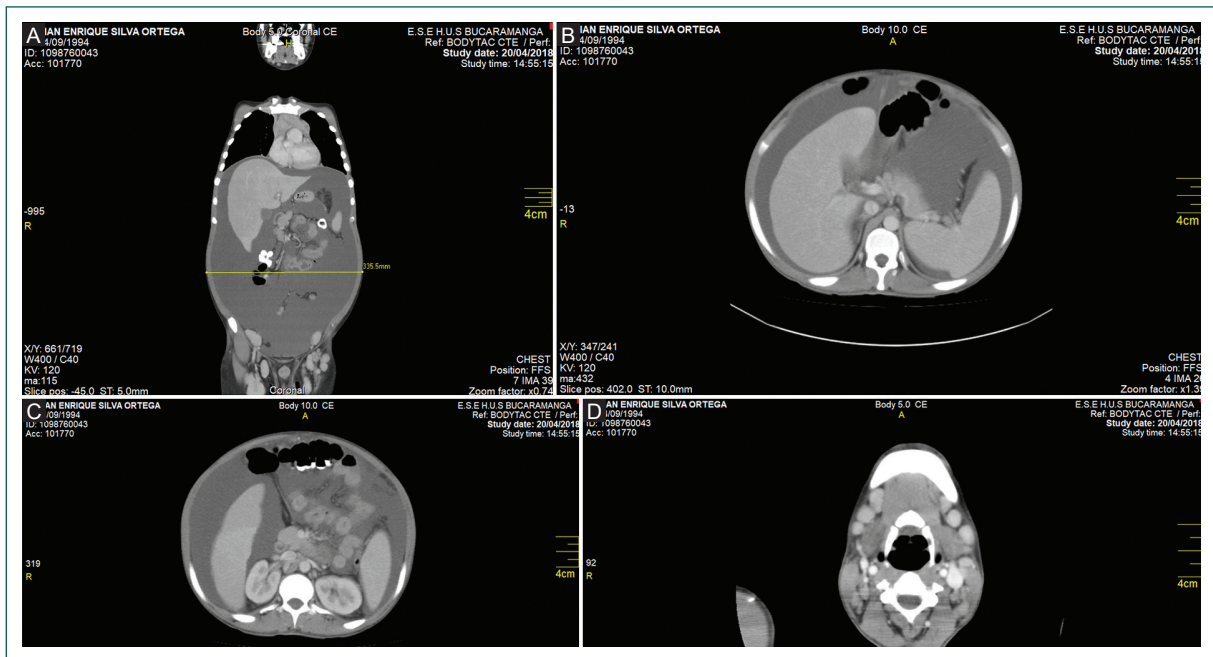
Tomografía computarizada de cuello, tórax y abdomen, en distintas vistas, en las que se evidencian las organomegalias, la ascitis y los diferentes ganglios linfáticos. A: corte sagital de abdomen y tórax. B y C: corte coronal de abdomen. D: corte coronal a nivel del cuello.
